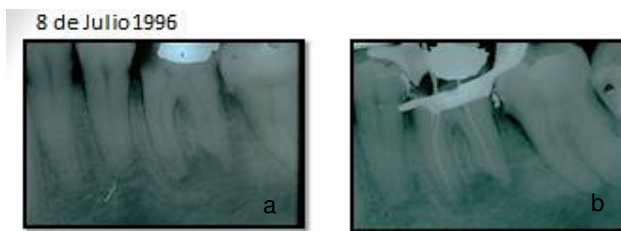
a Radiografía inicial.-b Radiografía de cavometría. Al inicio del tratamiento de Endodoncia, se encuentra un cálculo pulpar. Se lleva a cabo instrumentación convencional.
